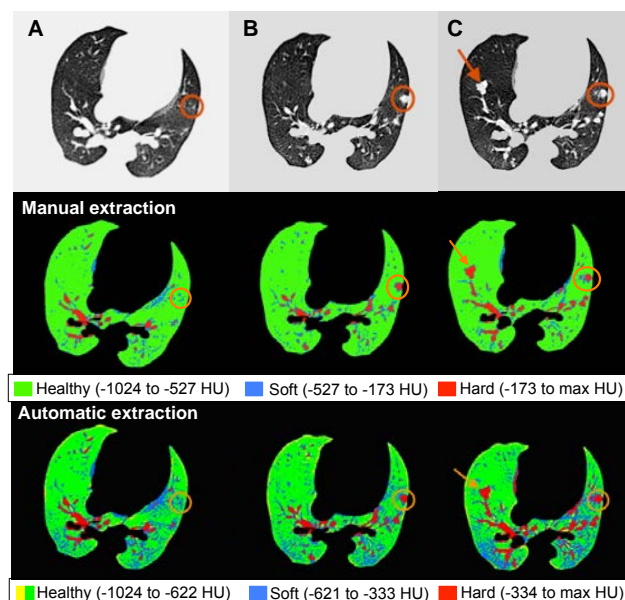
Graphical representation of the TB biomarker extracted results. Axial view of the labeled lung CT images; original (top) and after performing the manual (middle) and the automatic (bottom) extractions, at 3 (A), 8 (B) and 16 (C) weeks after exposure to the MTB bacteria. The estimated healthy lung volume is shown in green, soft diseased volume in blue and hard diseased volume in red. Orange circles show the evolution of a tubercular lesion and the orange arrow points to a lesion that appeared 16 weeks after exposure.
